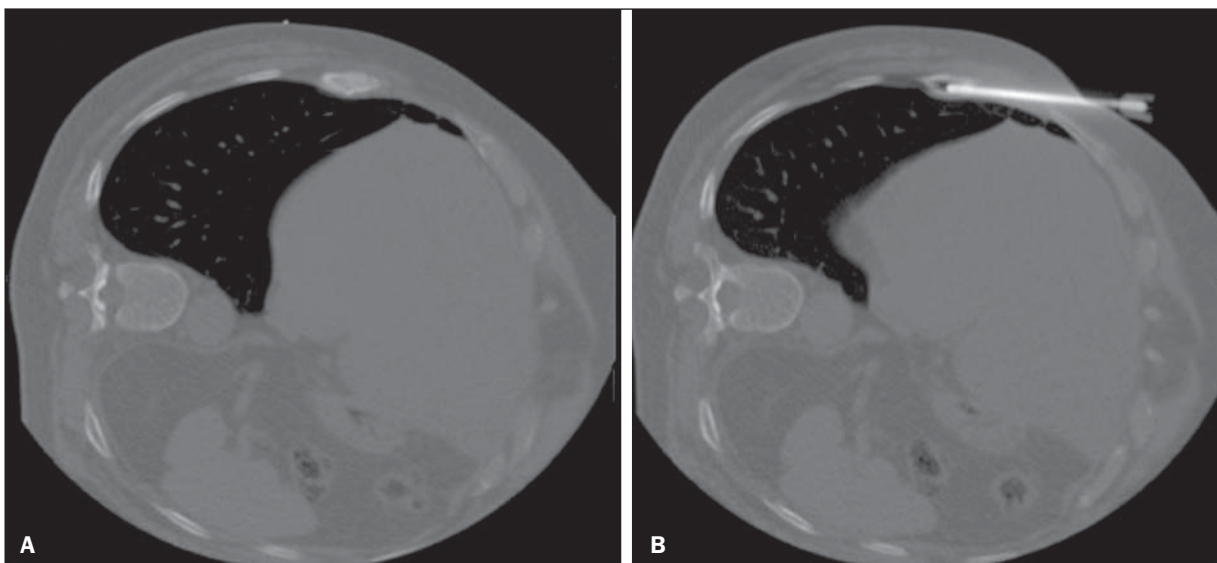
Biópsia óssea percutânea guiada por TC de lesão esclerótica na costela. Suspeita de metástase de adenocarcinoma prostático confirmada após análise histopatológica. A: Tomografia de planejamento com marcador metálico na pele. B: Agulha de biópsia posicionada no interior da lesão.
